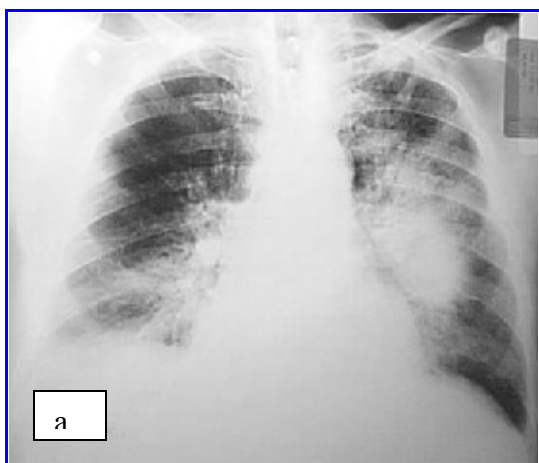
Radiografía de tórax de paciente con edema agudo de pulmón con componente alveolar.
